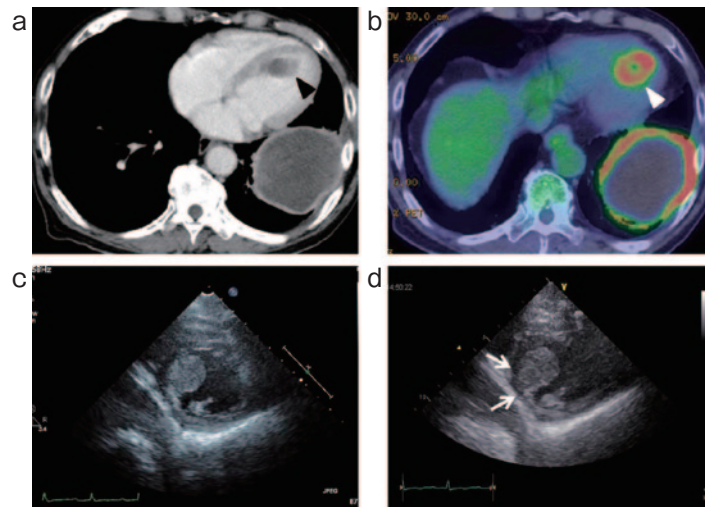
左心室内の腫瘍を指摘された際の胸部造影CTとFDG-PET, 心臓超音波検査 (UCG) とその再検. (a) 胸部造影CTでは, 左肺下葉腫瘍を認め, 心室中隔から左心室内にかけて造影効果に乏しい腫瘍 (黒矢頭) を認めた. (b) FDG-PETでは, 新規に左心室内腔, 中隔壁に接してSUV<sub>max</sub> 7.1のリング状集積 (白矢頭) を認めた. (c) 心臓超音波検査では, 左心室後中隔から下壁に付着する結節を認めた. (d) 心臓超音波検査の再検では心筋への浸潤 (白矢印) の進行が疑われた.
